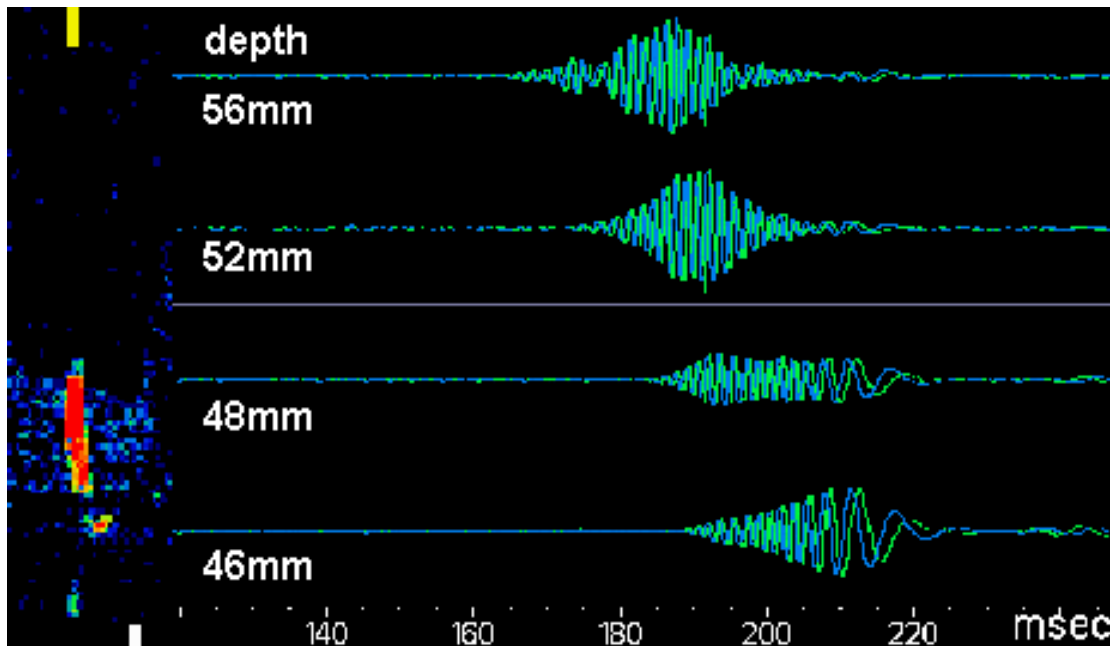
Beispiel eines MES in der 4-Kanal-Technik Links: Unidirektionales MES im Dopplerspektrum. Rechts: Zeitversatz in den Dopplerrohdaten (Droste et al. 1999c).
